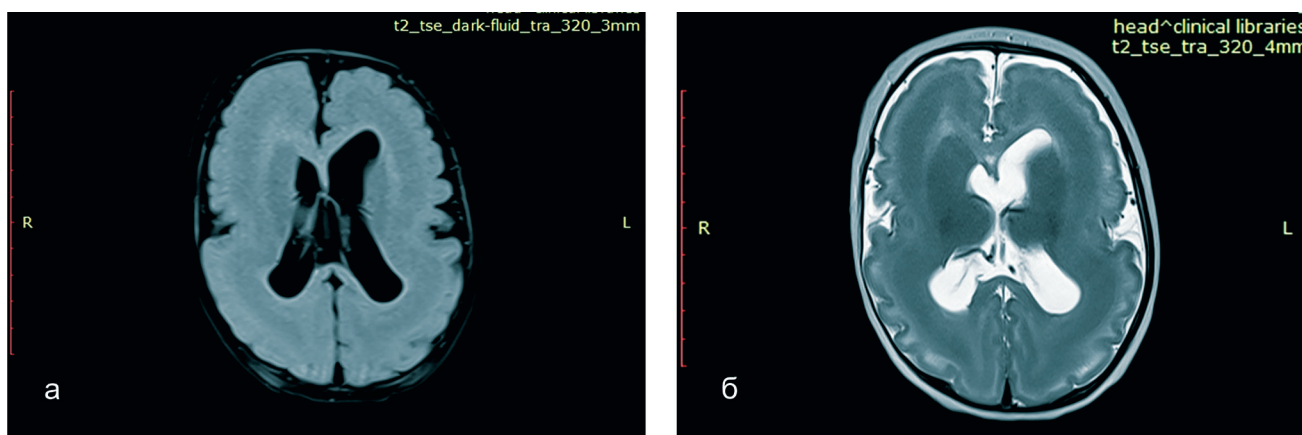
(а, б) - МРТ головного мозга, сагитальный срез, T1 и T2 режим, девочка К., 4 мес., с тотальной лиссэнцефалией с субкортикальной лентовидной гетеротопией коры в лобных, теменно-височных и затылочных отделах
